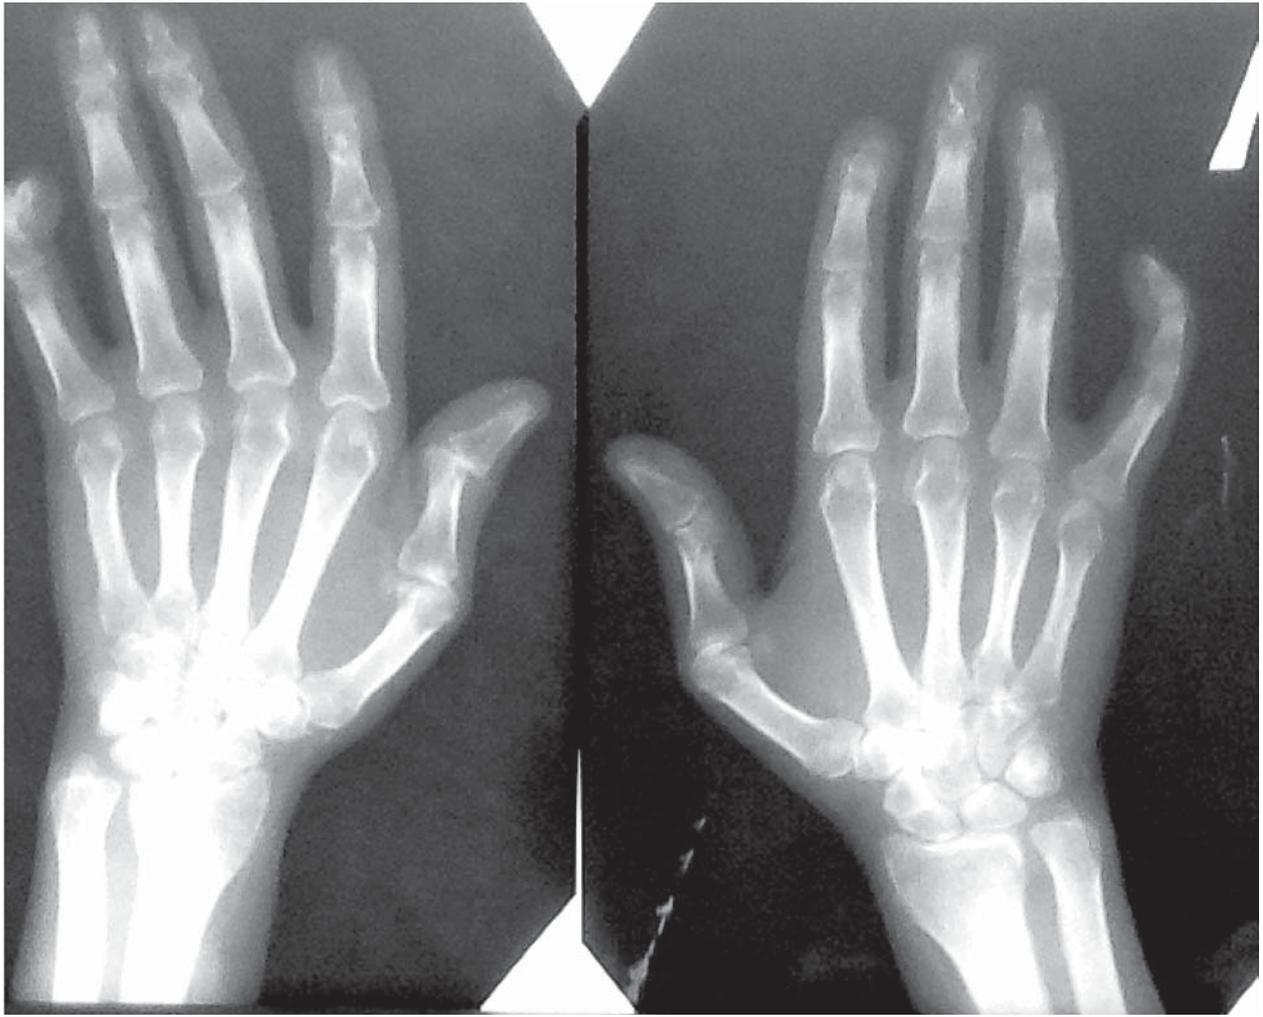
Рентгенографія кистей больної Н.
